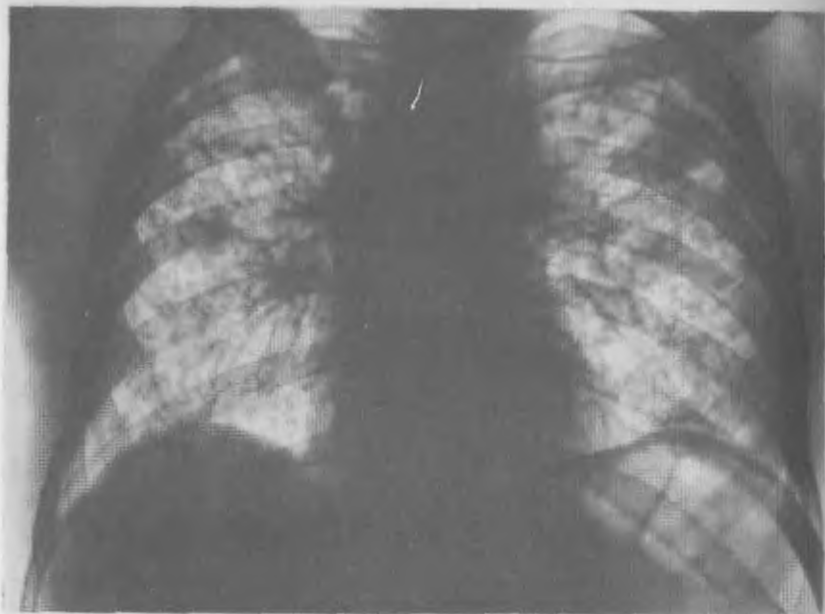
Рентгенограмма легких при саркоидозе в фазе фибротизации. Выраженный пневмосклероз. Крупные участки уплотнения в легких и множественные очаговые образования. Плевромедиастинальный фиброз. Слева над диафрагмой тень металлического шва после открытой биопсии легкого, подтвердившей диагноз.
